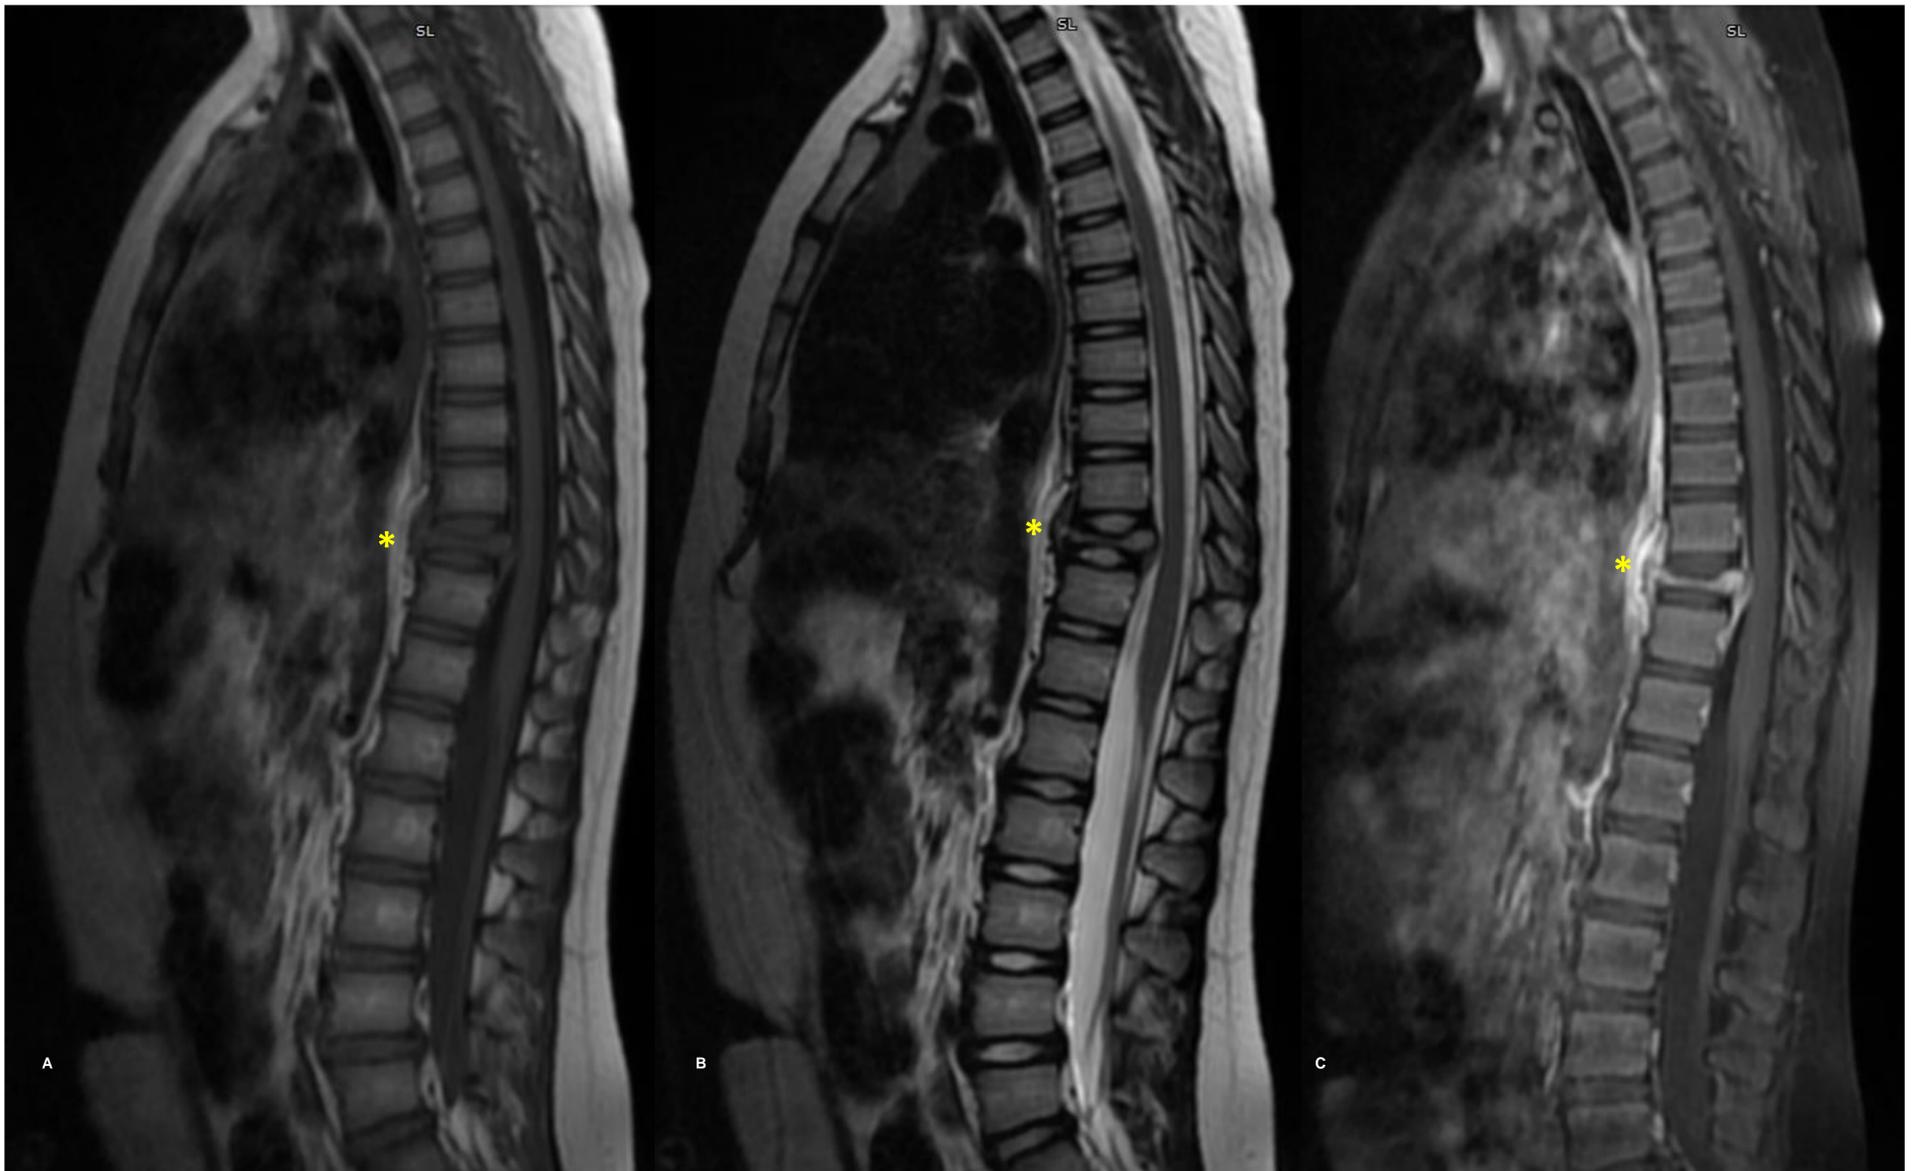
Imágenes sagitales de RM toracolumbar. Vertebra Plana T10 (asterisco) con hiposeñal en T1 (A), hiperseñal en T2 (B) y captación homogénea de contraste (C). Masa de partes blandas alrededor de la lesión con desplazamiento del ligamento vertebral anterior y posterior. Estos hallazgos sugieren fractura en probable relación con granuloma eosinófilo o lesión de Perthes vertebral. No se alteración de señal medular, aunque existe obliteración del espacio subaracnoideo anterior.
